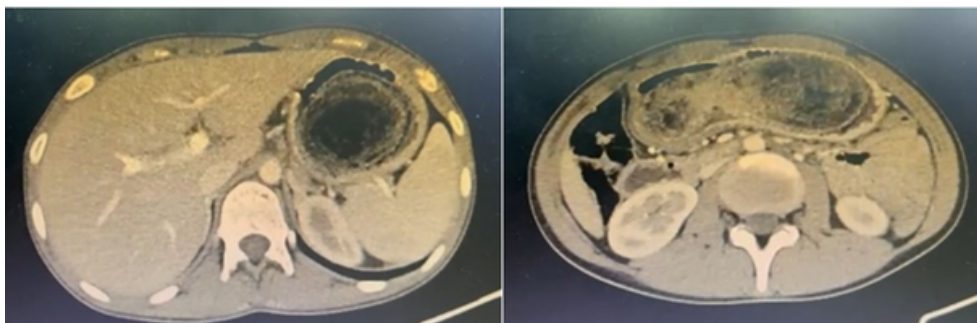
La tomografía computarizada abdominal demostró un estómago dilatado con contenido amorfo en su interior.
